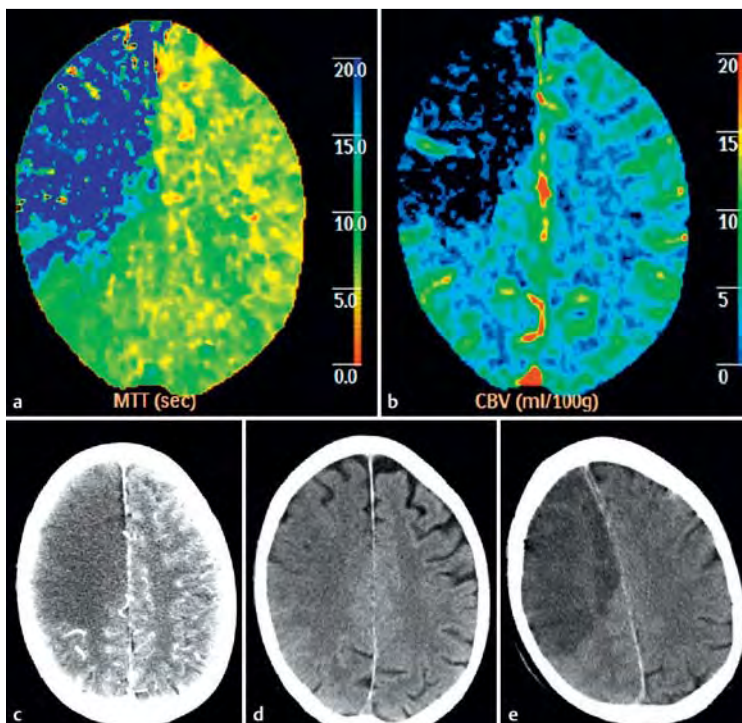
Karotis-T-Verschluss, kein Mismatch: Mann, 77 Jahre; Klinik: Hemiplegie links, Dysarthrie, Neglect, CTA: Karotis-T-Verschluss rechts. a MTT: deutliche MTT-Verlängerung. b CBV: ausgedehnte CBV-Minderung im Media- und Anteriorterritorium rechts. c CTA-Quellbilder: deutliche Hypodensität. d CCT nativ: Frühhypodensität mit aufgehobener Rinden-Mark-Differenzierung im gesamten Areal der Perfusionsverzögerung. Therapie: konservativ. e CCT nativ im Verlauf: Demarkierung eines ausgedehnten Infarkts.
